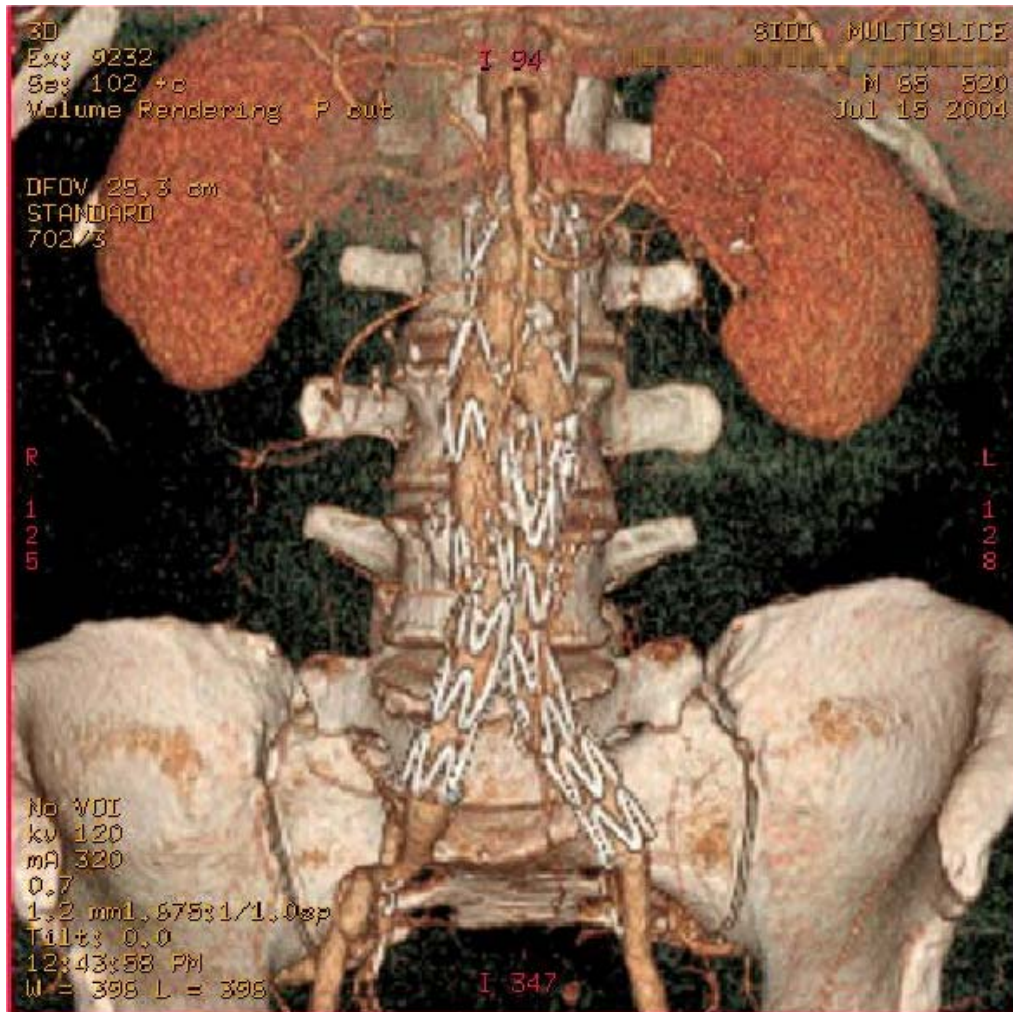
TC com reconstrução tridimensional 1 ano após o implante.
